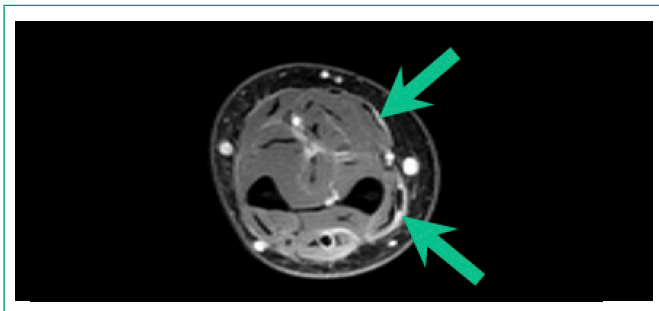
RMN con contraste en corte axial de brazo derecho: se aprecia captación de contraste en fascia intermuscular.
